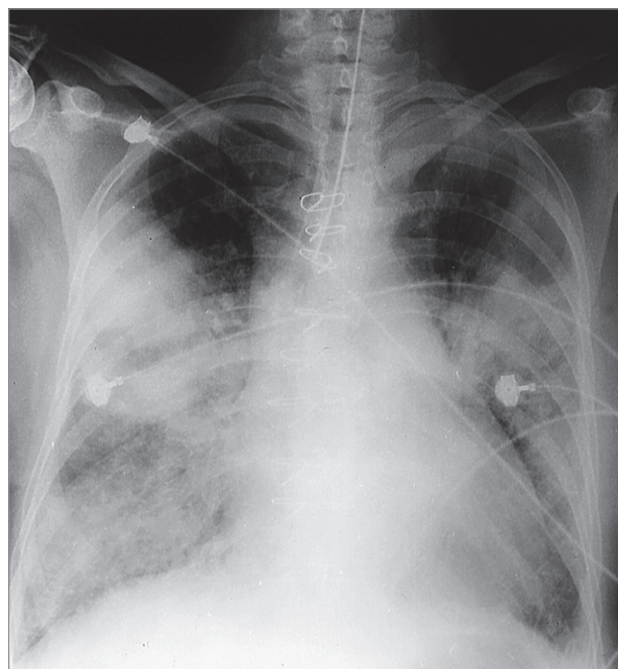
Послеоперационный реперфузионный отек легких; интактны только верхние доли в связи с отсутствием поражения заинтересованных артерий. Рентгенография (из архива J.F. Murray, MD)
